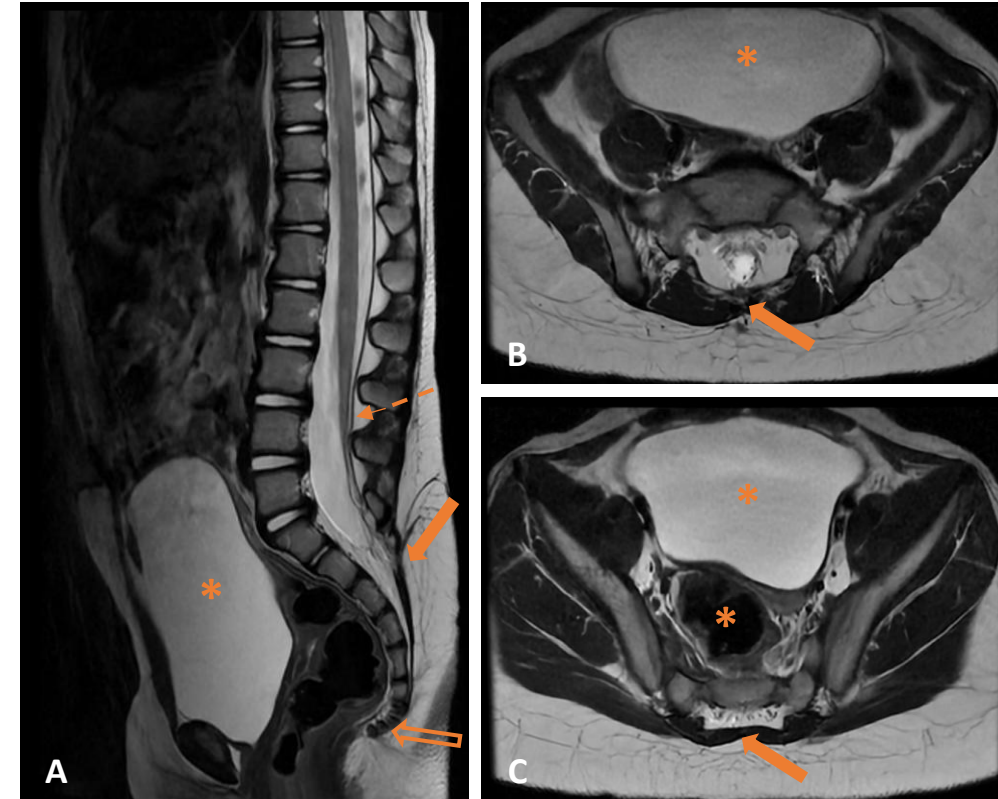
RM ponderada en T2 en planos sagital (A) y axial (B,C) de una niña de 3 años en seguimiento tras intervención previa por seno dérmico. Presenta agenesia de elementos posteriores de las vértebras sacras (flechas sólidas), observándose además cierta hipoplasia de vértebras coccígeas (flecha vacía), hallazgos en probable relación con síndrome de regresión caudal tipo II. Así mismo, se observa el cono medular de anclaje bajo a nivel de L4 (flecha discontinua), en relación con médula anclada asociada. Nótese el globo vesical y acúmulo de heces en ampolla rectal (asteriscos) que sugieren disfunción neurológica asociada.
